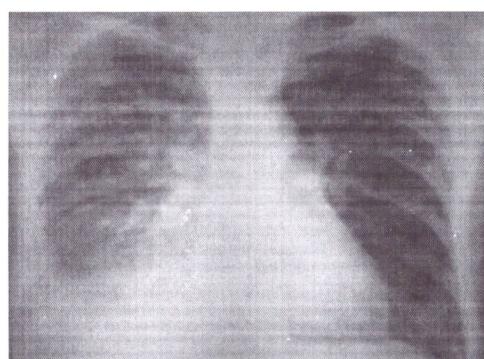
Рентгенография грудной клетки пациента А.
